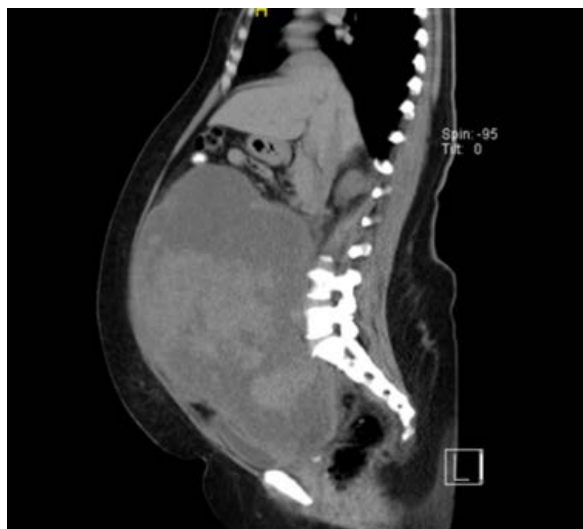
TAC Abdomen y pelvis con doble contraste, corte sagital.
